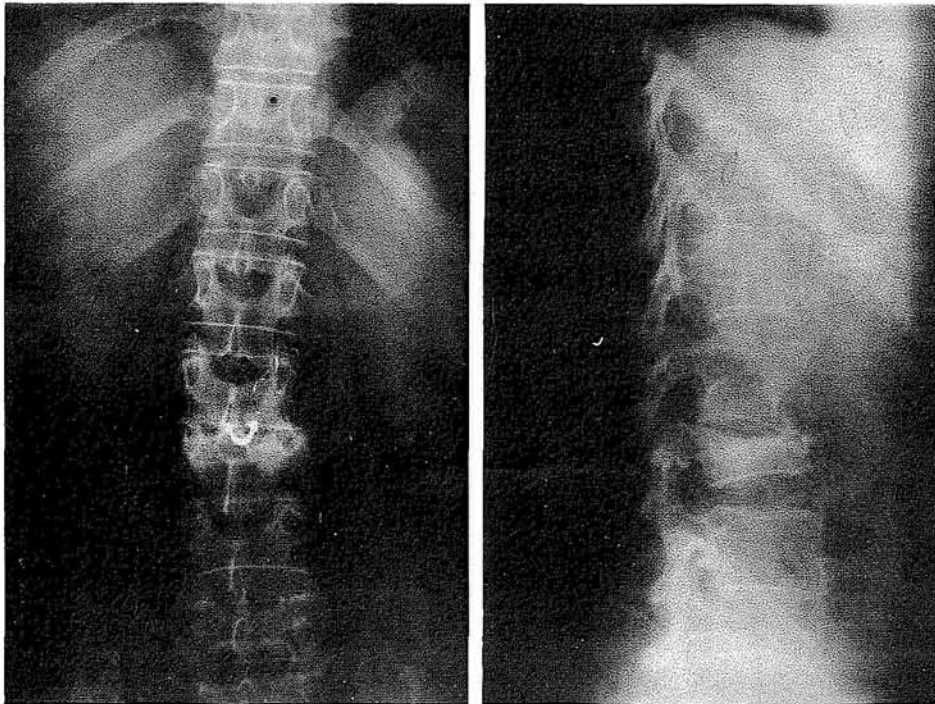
Radiografía preoperatoria, inmediata, en proyección lateral, en la que se observa mejor que en la anterior: la pérdida del espacio discal intervertebral L dos L tres, así como la disminución en la altura del cuerpo vertebral de L tres. Pérdida de la Lordosis lumbar fisiológica. Erosión anterior en sacabocados cuerpo L dos (parte anterior).
